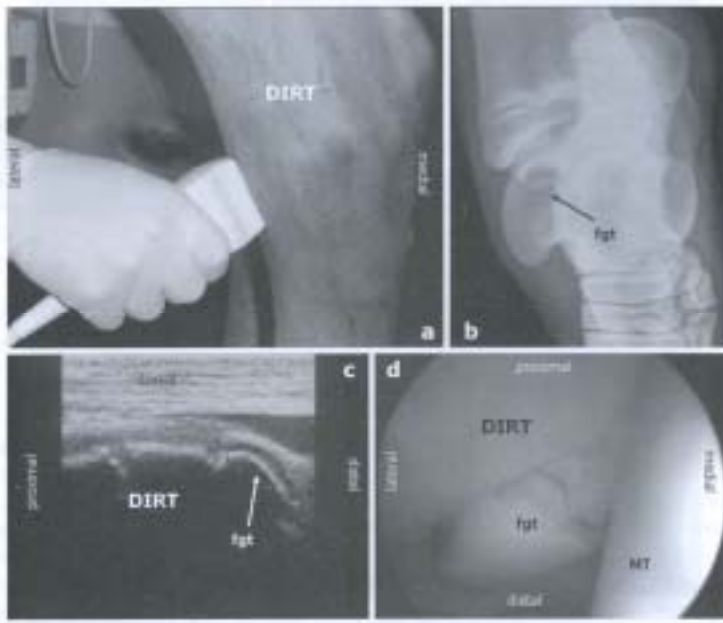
(a) 右脛骨遠位中間稜 (DIRT) の超音波縦断走査位置
